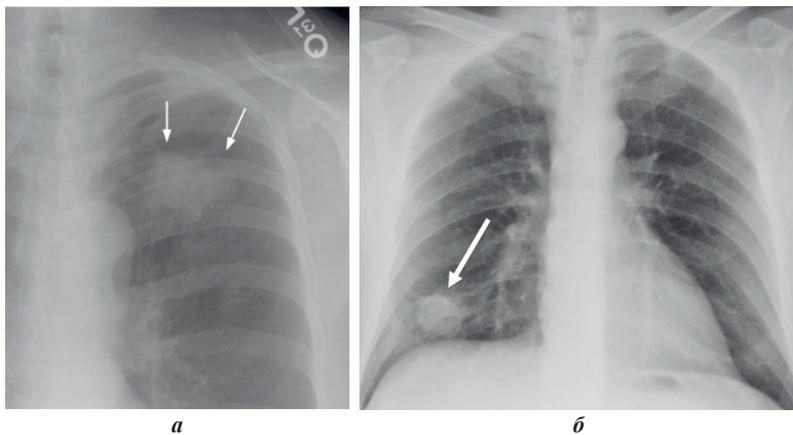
Рентгенограммы:
